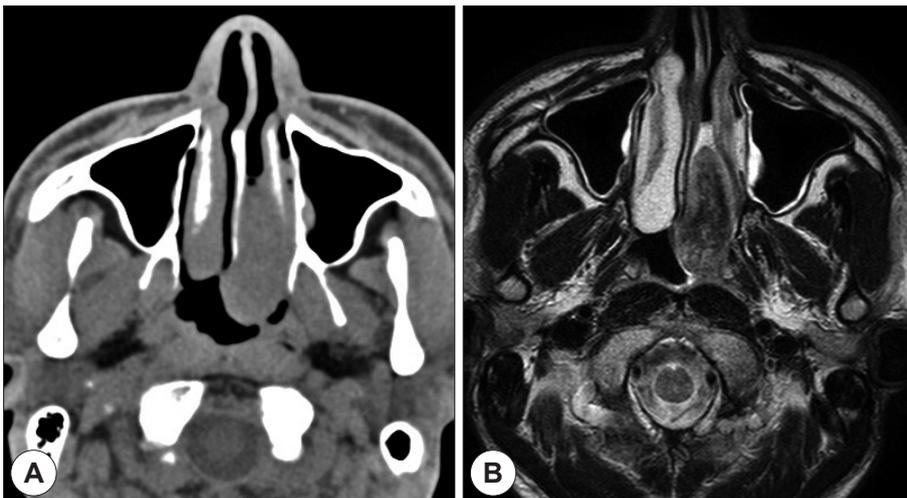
Preoperative axial CT finding (A) and axial T2 MRI finding (B). Both images shows about 40 × 20 mm sized polypoid lesion with minimal enhancement at left nasal cavity and nasopharynx.
